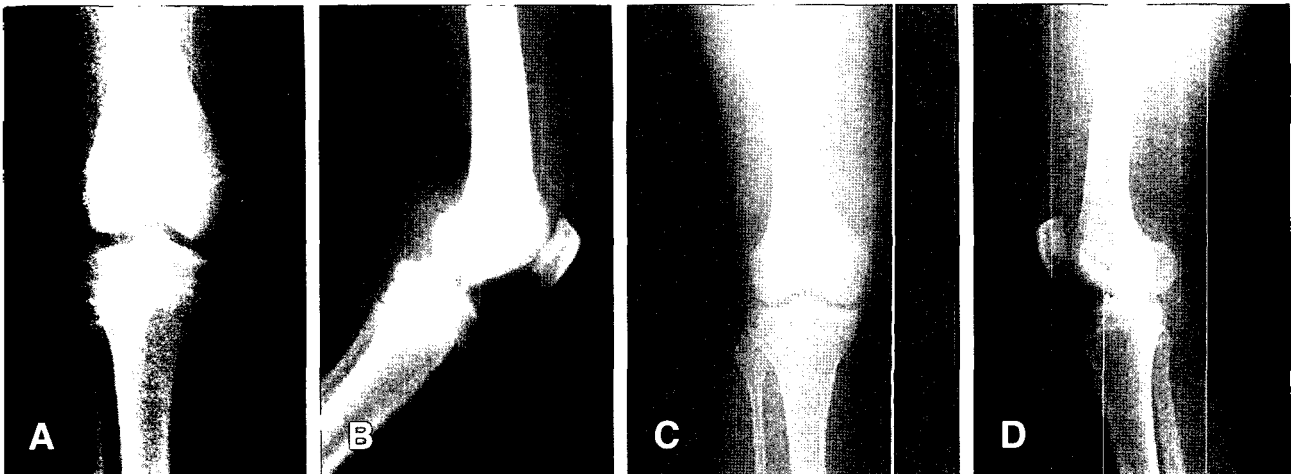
X-ray films show the type III tibial spine fractures in case No. 5. (A) preoperative AP view, (B) preoperative lateral view, (C) last follow-up AP view, (D) last follow-up lateral view. In follow-up films, there is no evidence of early epiphysiodesis.
